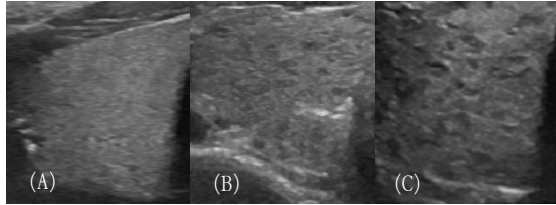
Original Ultrasound Image.
